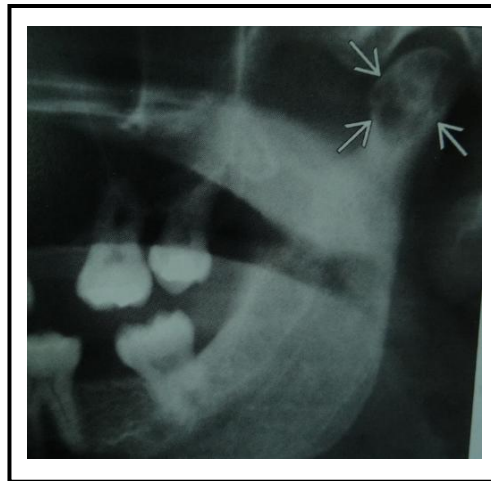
Radiografía muestra lisis de hueso mandibular
